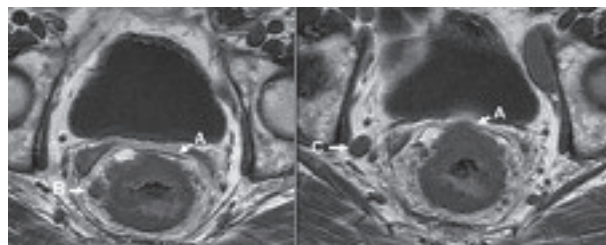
RM 1,5 T, secuencia wT1 SE. Antena *sense body*. Engrosamiento circunferencial de la pared rectal con invasión de la fascia mesorrectal (A) y adenopatías por dentro (B) y por fuera (C) de ésta
